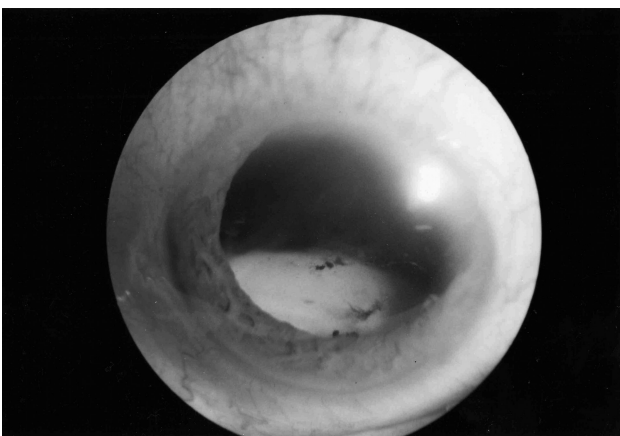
Фото правого глаза больного Г., 54 лет до операции: контузия глаза, миопия, люксия хрусталика в стекловидное тело, вторичная глаукома. Острота зрения = 0,03с коррекцией sph +11,0 Д; ВГД = 38,0 ммрт ст
